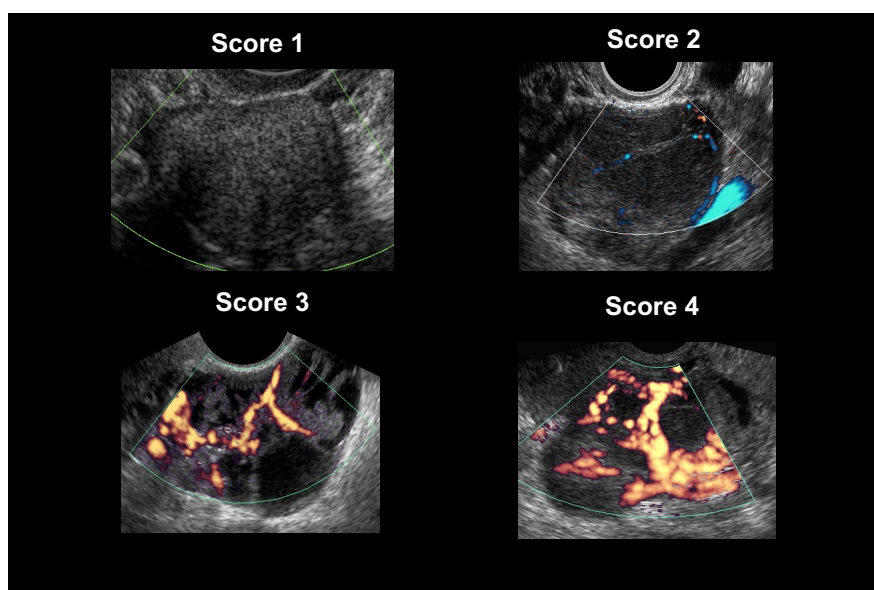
Vascolarizzazione delle lesioni annessiali valutata mediante l'utilizzo del Power Doppler. Color score (CS)1: nessuna vascolarizzazione; CS 2: scarsa vascolarizzazione; CS 3: discreta vascolarizzazione; CS 4: intensa vascolarizzazione.
